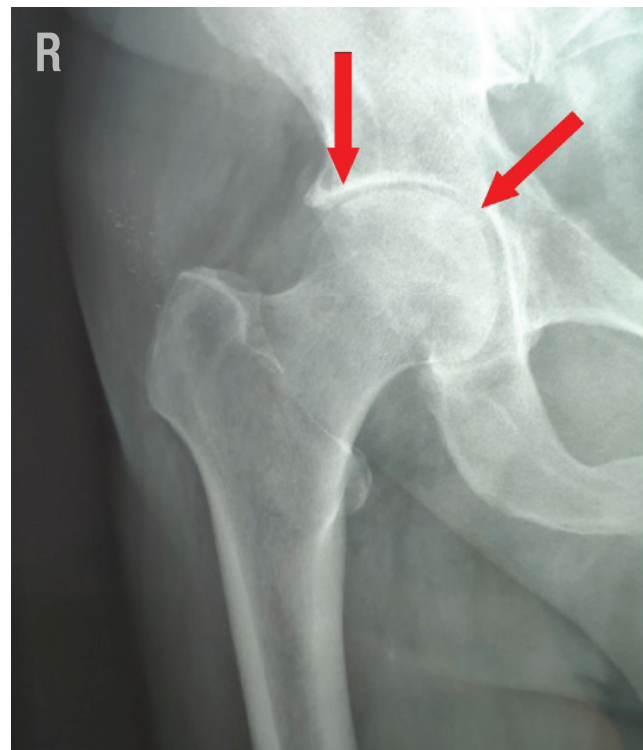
Рентгенография правого тазобедренного сустава, признаки остеоартрита 2-й стадии по классификации Kellgren – Lawrence
